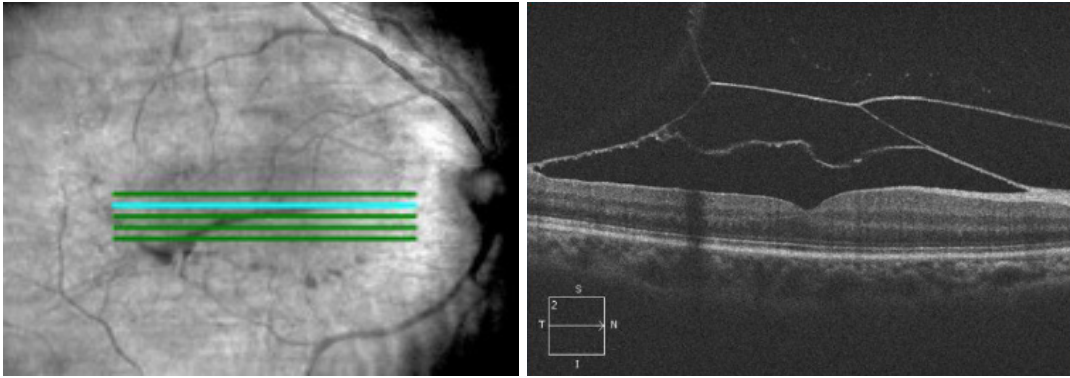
Tomographie en cohérence optique maculaire en coupe horizontale, un mois après membranotomie au laser Yag: Deux membranes hyper-réflexives: la membrane limitante interne délimitant un espace optiquement vide correspondant à l'hématome rétro-hyaloidien drainé et une deuxième (La hyaloïde postérieure) surplombant la première.
